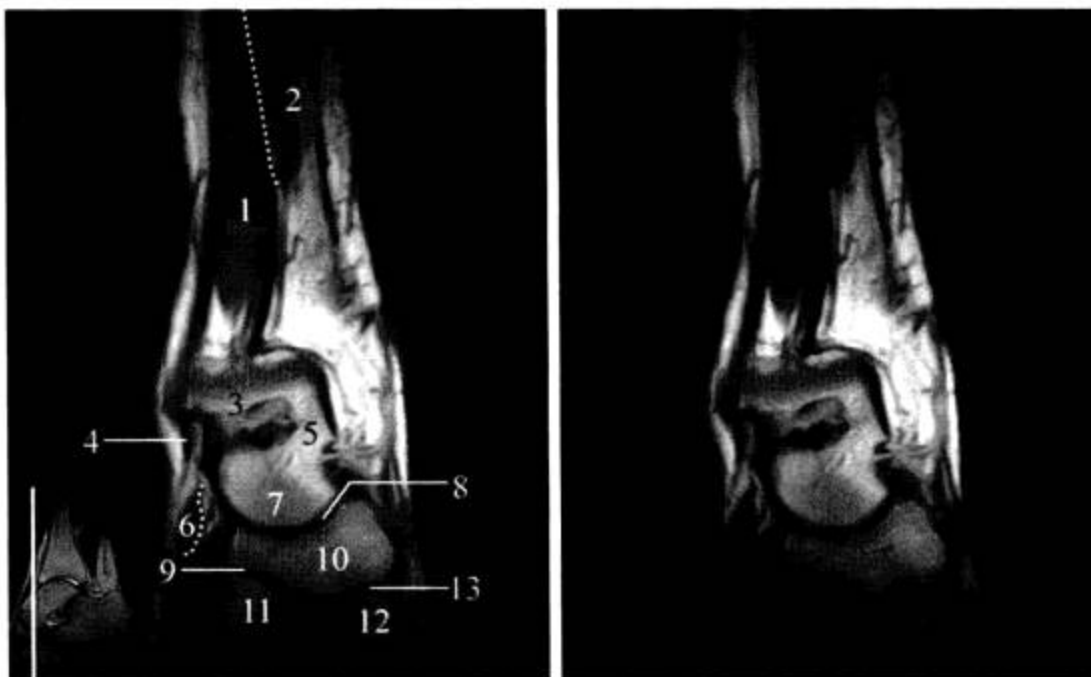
踝关节 MRI 冠状面 (T<sub>1</sub>WI)
